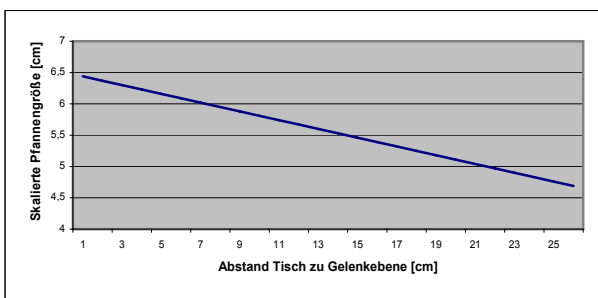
Verhältnis von skaliertem Pfannengröße zur Höhe der Gelenkebene über dem Röntgentisch für eine Pfanne, die auf dem Detektor mit 7 cm Durchmesser abgebildet wird.
